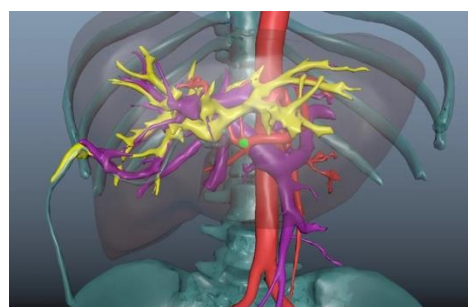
чрездrenaжная КТ-холангиография (а), синтопическая модель для интраоперационной навигации (б) у пациентки с ятрогенным повреждением желчных протоков, осложненным острым холангитом.
